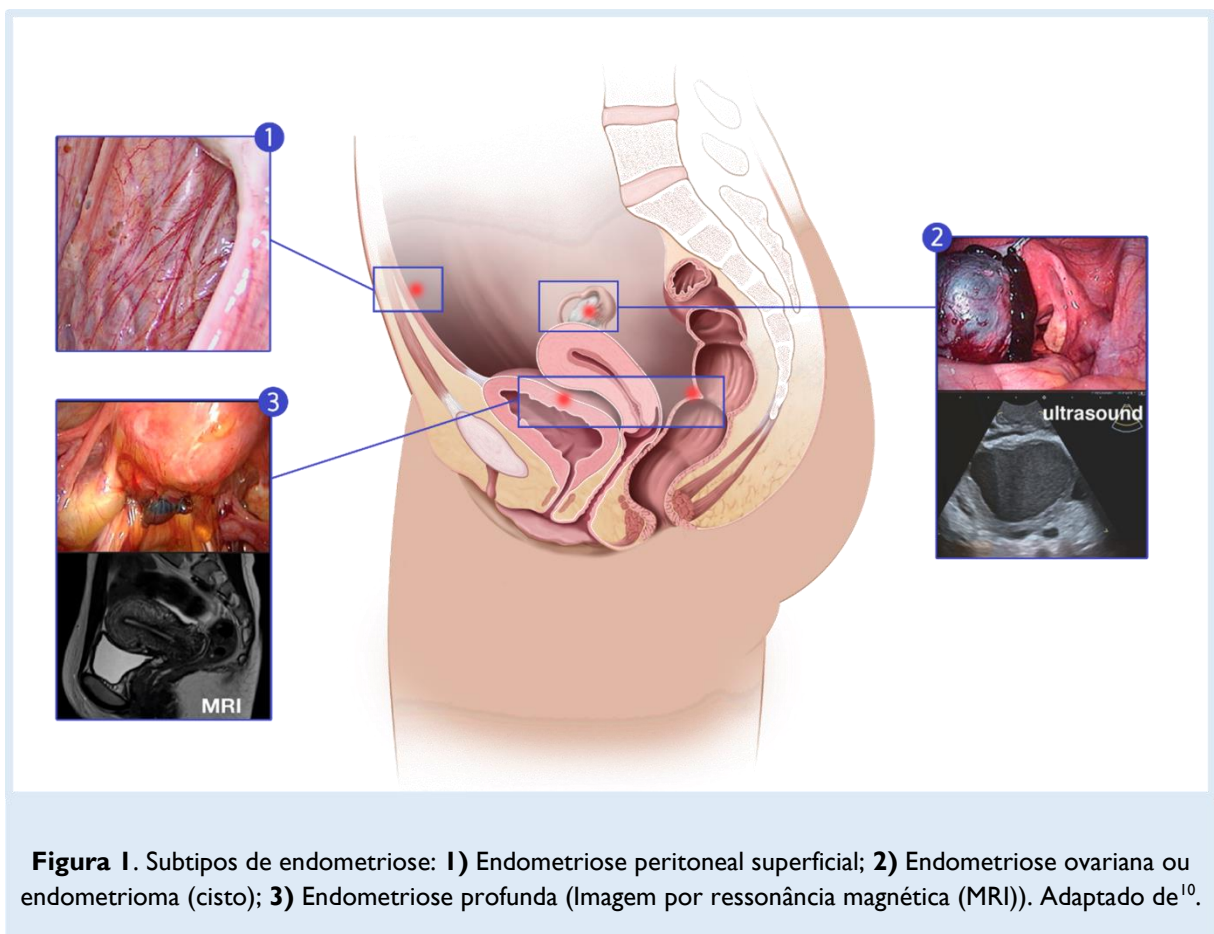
Subtipos de endometriose: 1) Endometriose peritoneal superficial; 2) Endometriose ovariana ou endometrioma (cisto); 3) Endometriose profunda (Imagem por ressonância magnética (MRI)). Adaptado de¹⁰.
